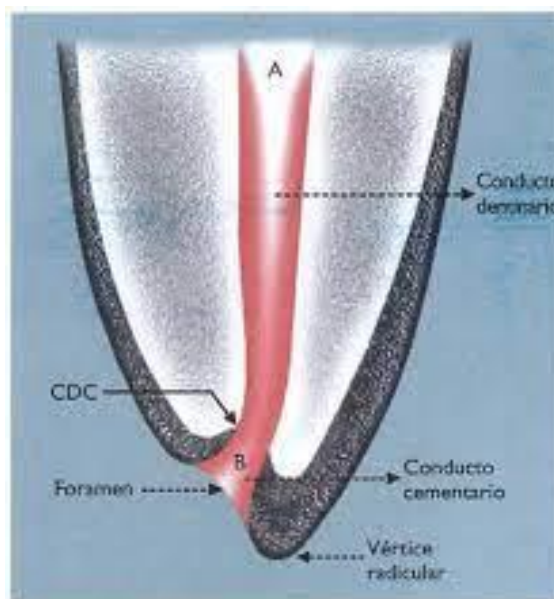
A) Se aprecia el conducto dentinario, B) CDC o Foramen fisiológico en donde se debe establecer el límite de la preparación biomecánica y obturación del sistema de conductos. Todo material extruido o los irritantes bacterianos desplazados más allá producen inflamación de los tejidos periapicales.
